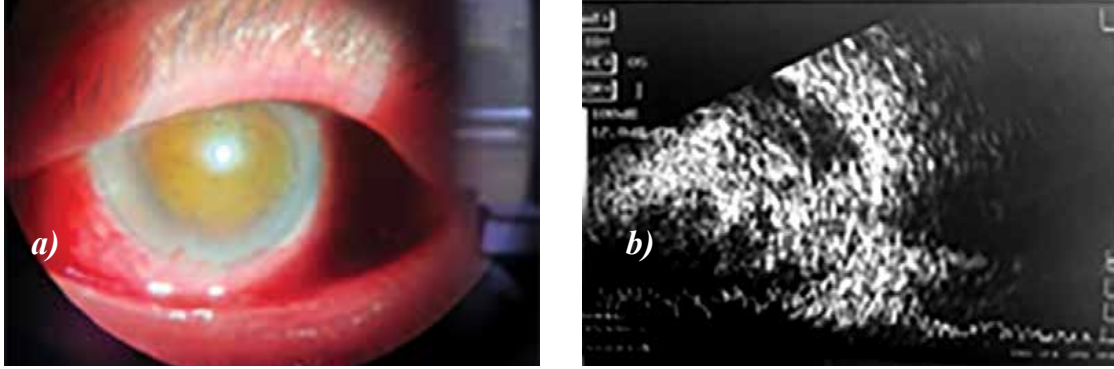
Patient L.B., 78 years old: a) clinical photograph of the left eye demonstrating a uveal melanoma completely occupying the vitreous cavity and abutting the posterior lens capsule; b) ultrasonographic image of the left eye.
